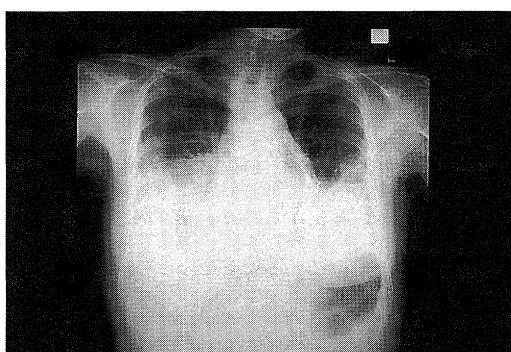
Chest X-ray showing large amount of pleural effusion and air-fluid levels (↑).
